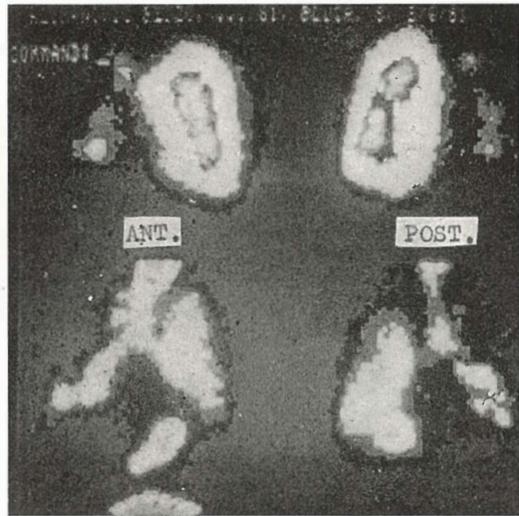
Isto kao 1. Perfuzioni scintigram pluća. Obostrano postoje područja redukovane perfuzije
